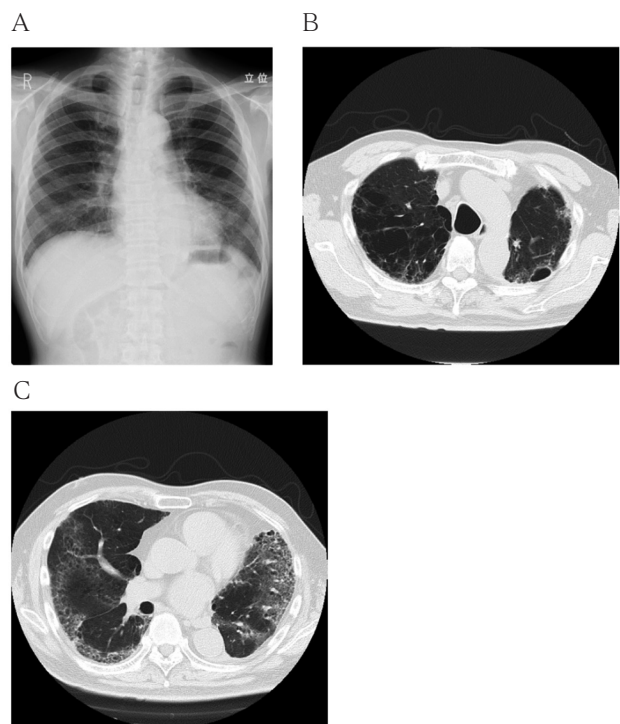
症例2の画像所見 (A: 胸部レントゲン、B、C: 胸部CT)
